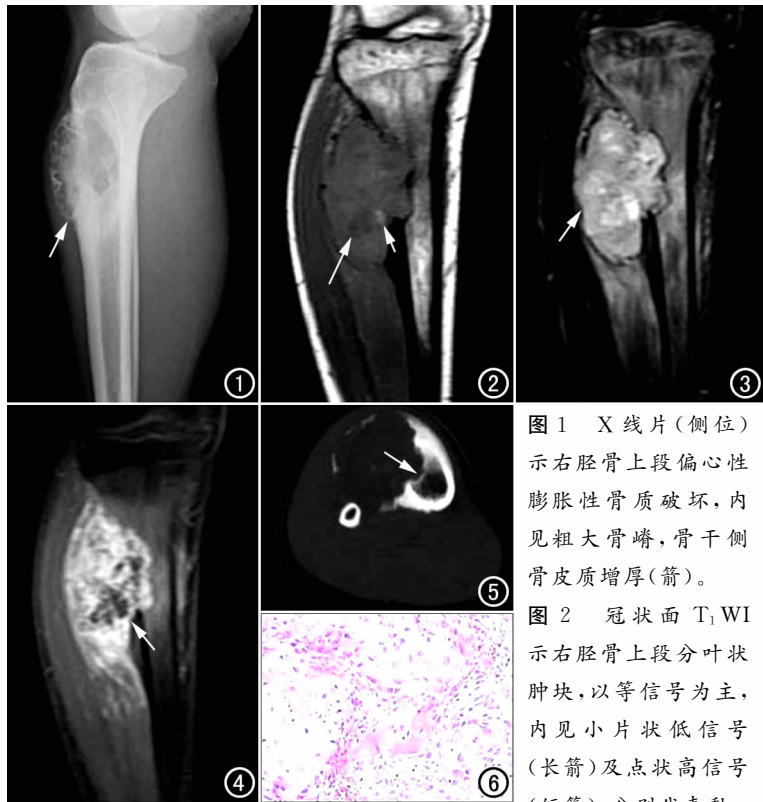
X线片(侧位)示右胫骨上段偏心性膨胀性骨质破坏,内见粗大骨嵴,骨干侧骨皮质增厚(箭)。
